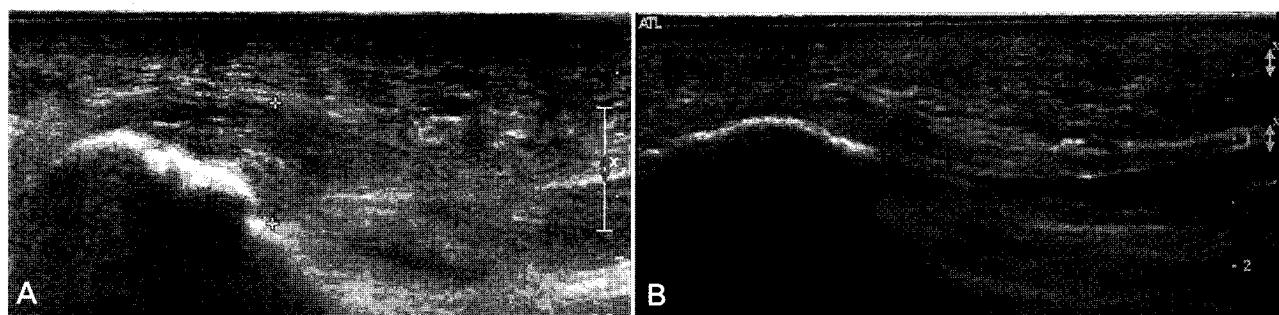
Ultra-sonographic findings of proximal plantar fasciitis. (A) 48 year-old female patient whose medial plantar fascia thickness is 9.8 mm with low echogenicity. (B) 45 year-old female patient whose medial plantar fascia thickness is 3.0 mm with normal echogenicity
